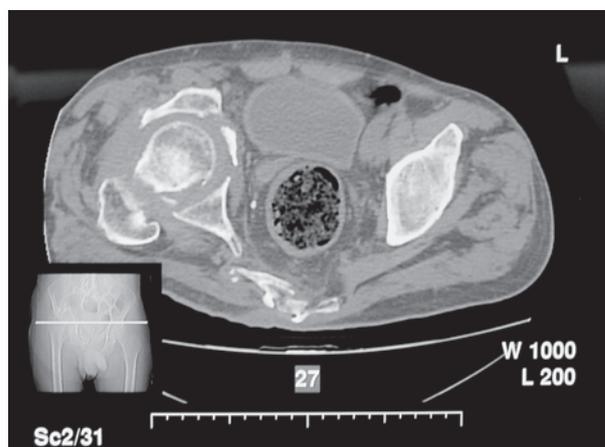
Tomografia Computadorizada pré-operatória. Descontinuidade pélvica por fratura-luxação de acetábulo inveterada.
